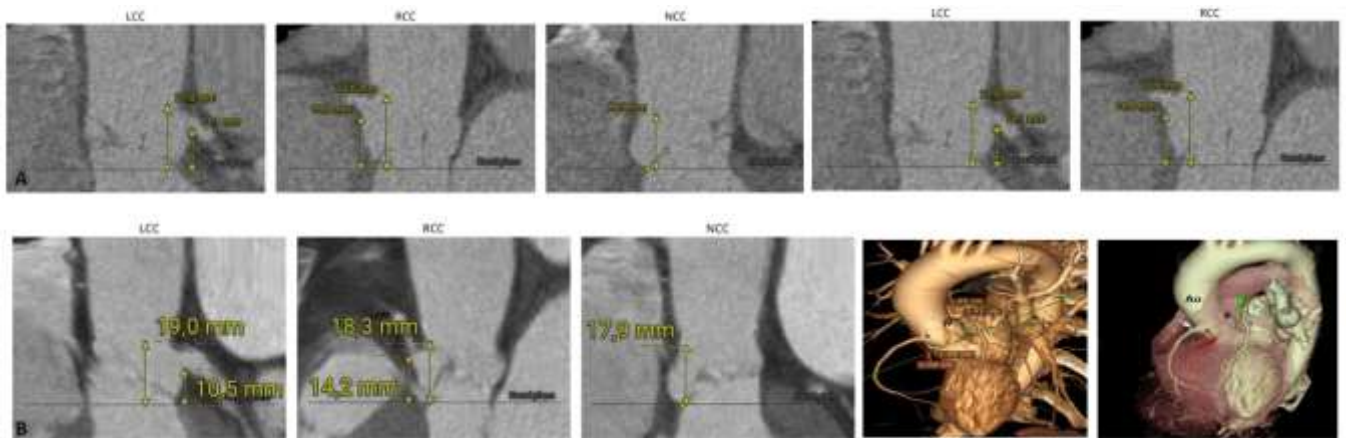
Комп'ютерна томографія-ангіографія практично здорового чоловіка (А) та жінки (В) другого періоду зрілого віку з вимірюванням висоти пазух аорти (LCC, лівої; RCC, правої; NCC, задньої) та відходження вінцевих артерій
